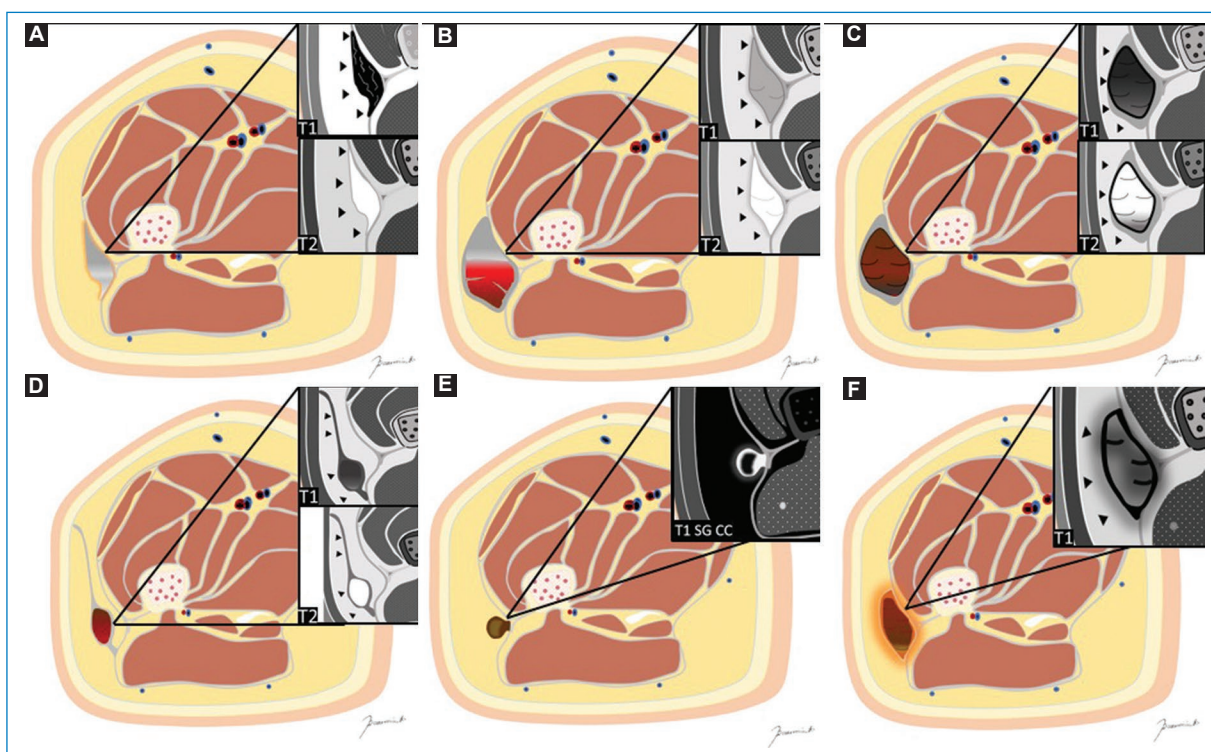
Ilustración de la clasificación de las lesiones de Morell-Lavallée según Medallo y Bencardino y su correlato por RM. (A) Tipo I seroma. (B) Tipo II hematoma subagudo. (C) Tipo III hematoma crónico. (D) Disección perifascial cerrada. (E) Lesión pseudonodular. (F) Lesión infectada. SG CC: saturación grasa con contraste.
